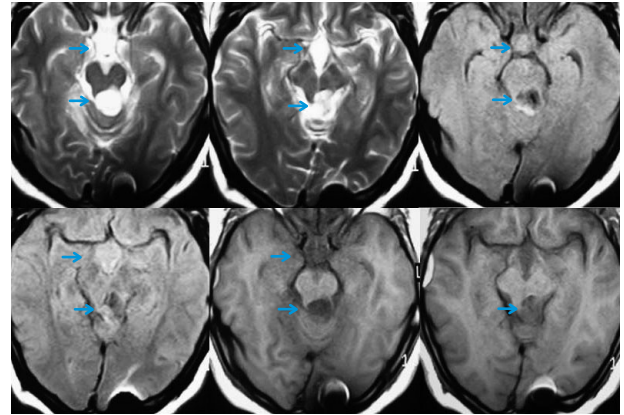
Cortes axial T2 y FLAIR (superiores) y axial T1 simple (inferiores). Se observa leve aumento en la alteración de la señal y en el tamaño de las lesiones supraselares y en las cisternas basales (flechas).
